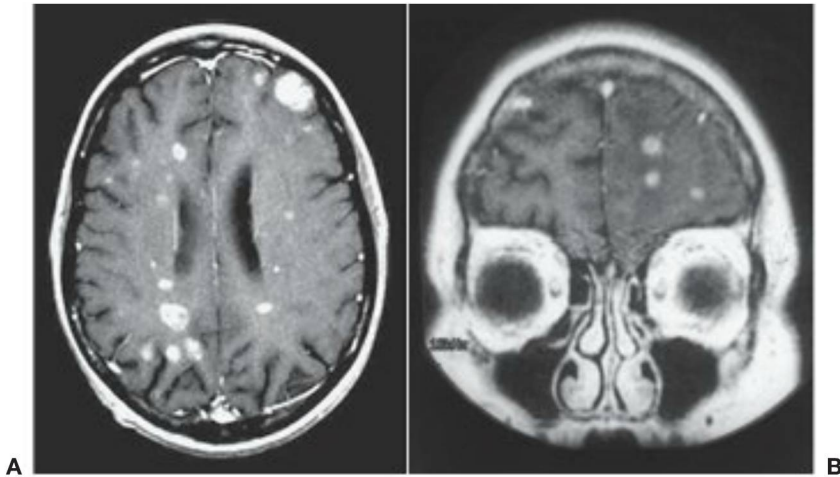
1 Resonancia magnética potenciada en T1: imagen axial (A) y coronal (B) del cerebro de una mujer de 58 años de edad con cáncer de mama tratada un año antes con irradiación cerebral total por metástasis cerebrales. Presenta lesiones múltiples recurrentes. Las opciones terapéuticas se limitan a quimioterapia o reirradiación.
